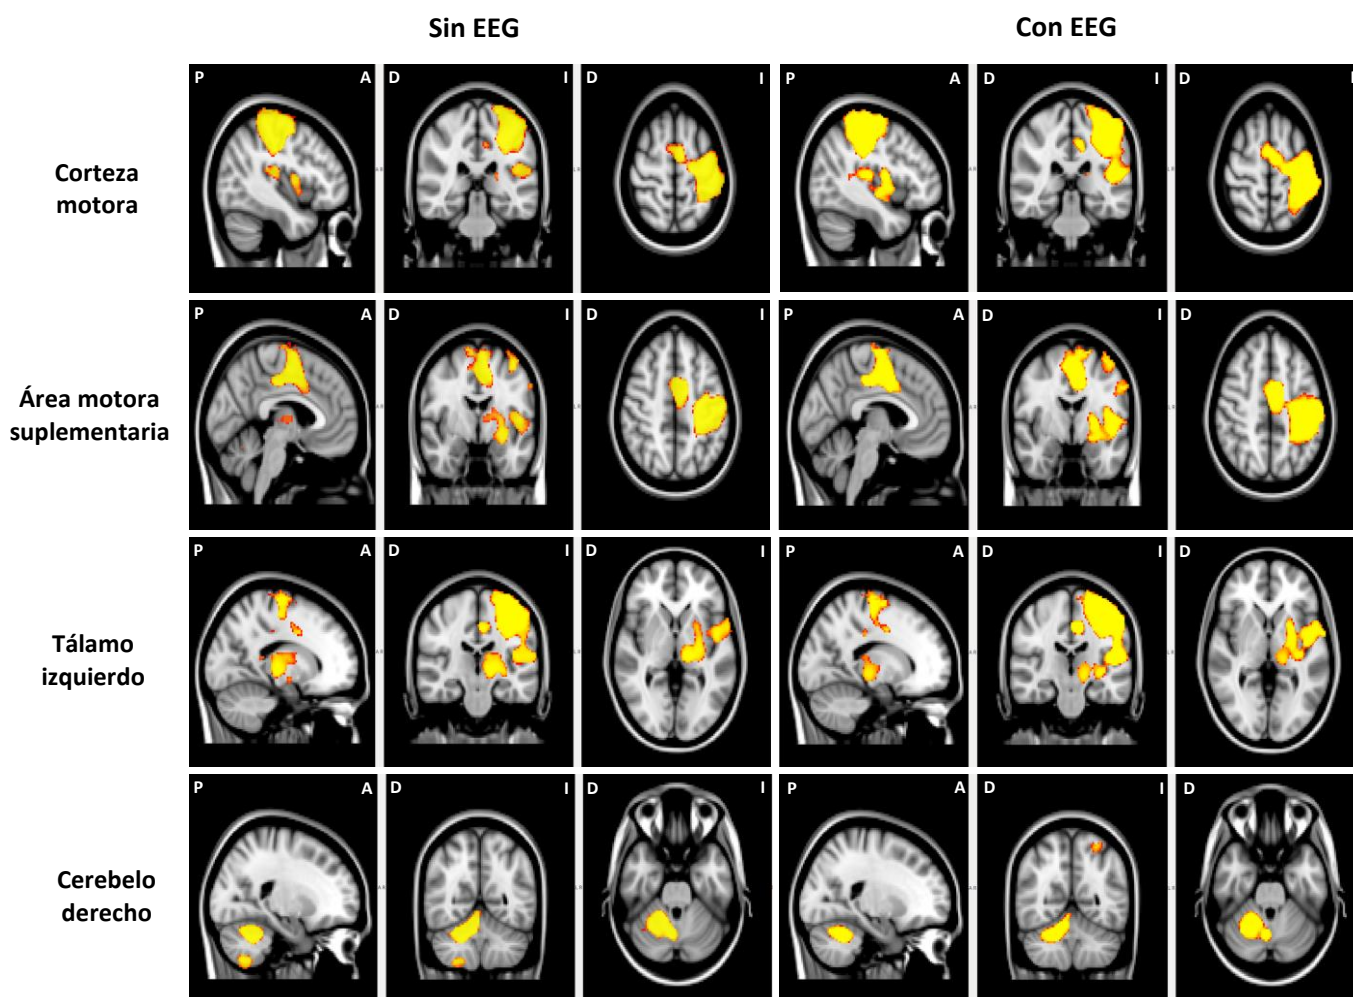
Mapa estadístico (prueba t, mapa tfce; $p < 0.05$) del incremento en la señal BOLD asociado a la realización de la tarea motora obtenido a partir de las imágenes de resonancia funcional adquiridas con (derecha) y sin (izquierda) el registro simultáneo de EEG. No se encontraron diferencias estadísticas entre las condiciones. Los cortes muestran incrementos en la actividad de la corteza motora izquierda, el área motora suplementaria, el tálamo izquierdo y el cerebelo derecho.
